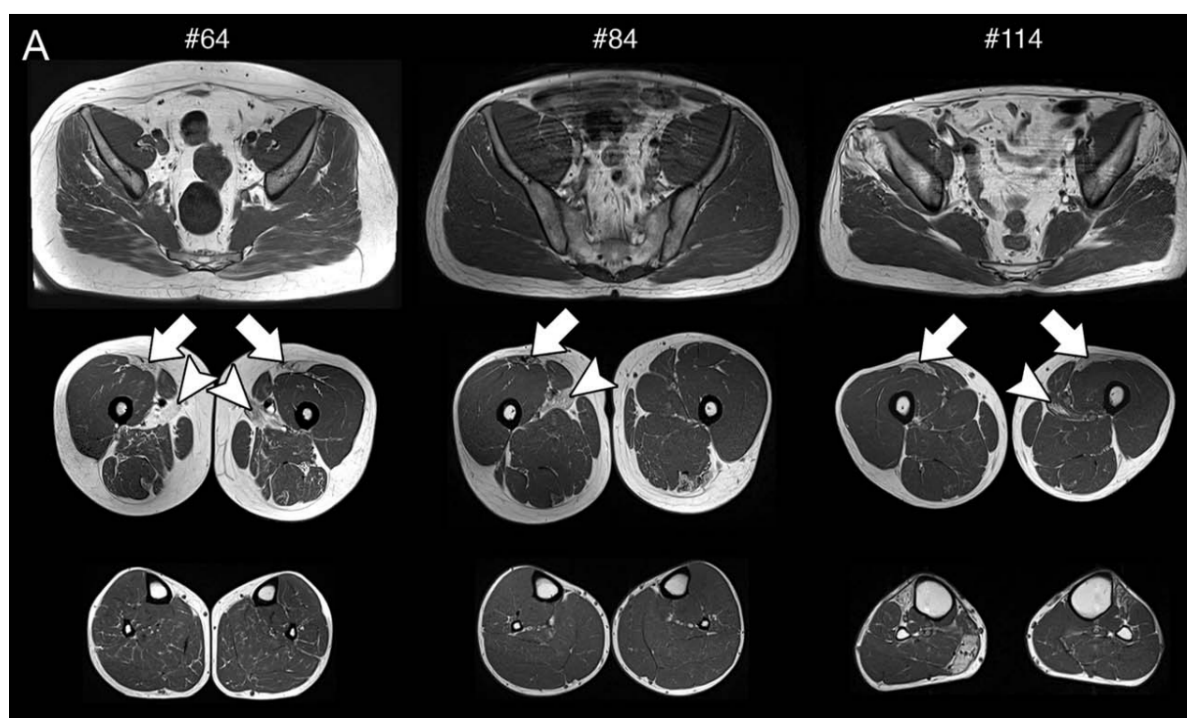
Exemples des différentes atteintes au cours de DMFSH à l'IRM chez 3 patients
